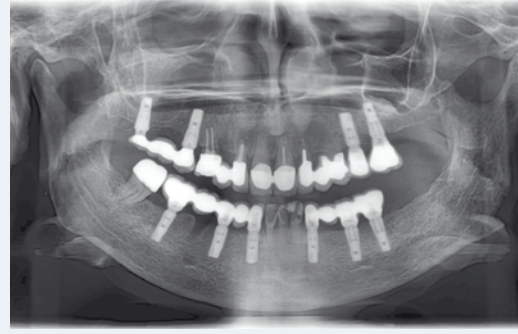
Röntgenkontrolle nach Eingliederung des Zahnersatzes
